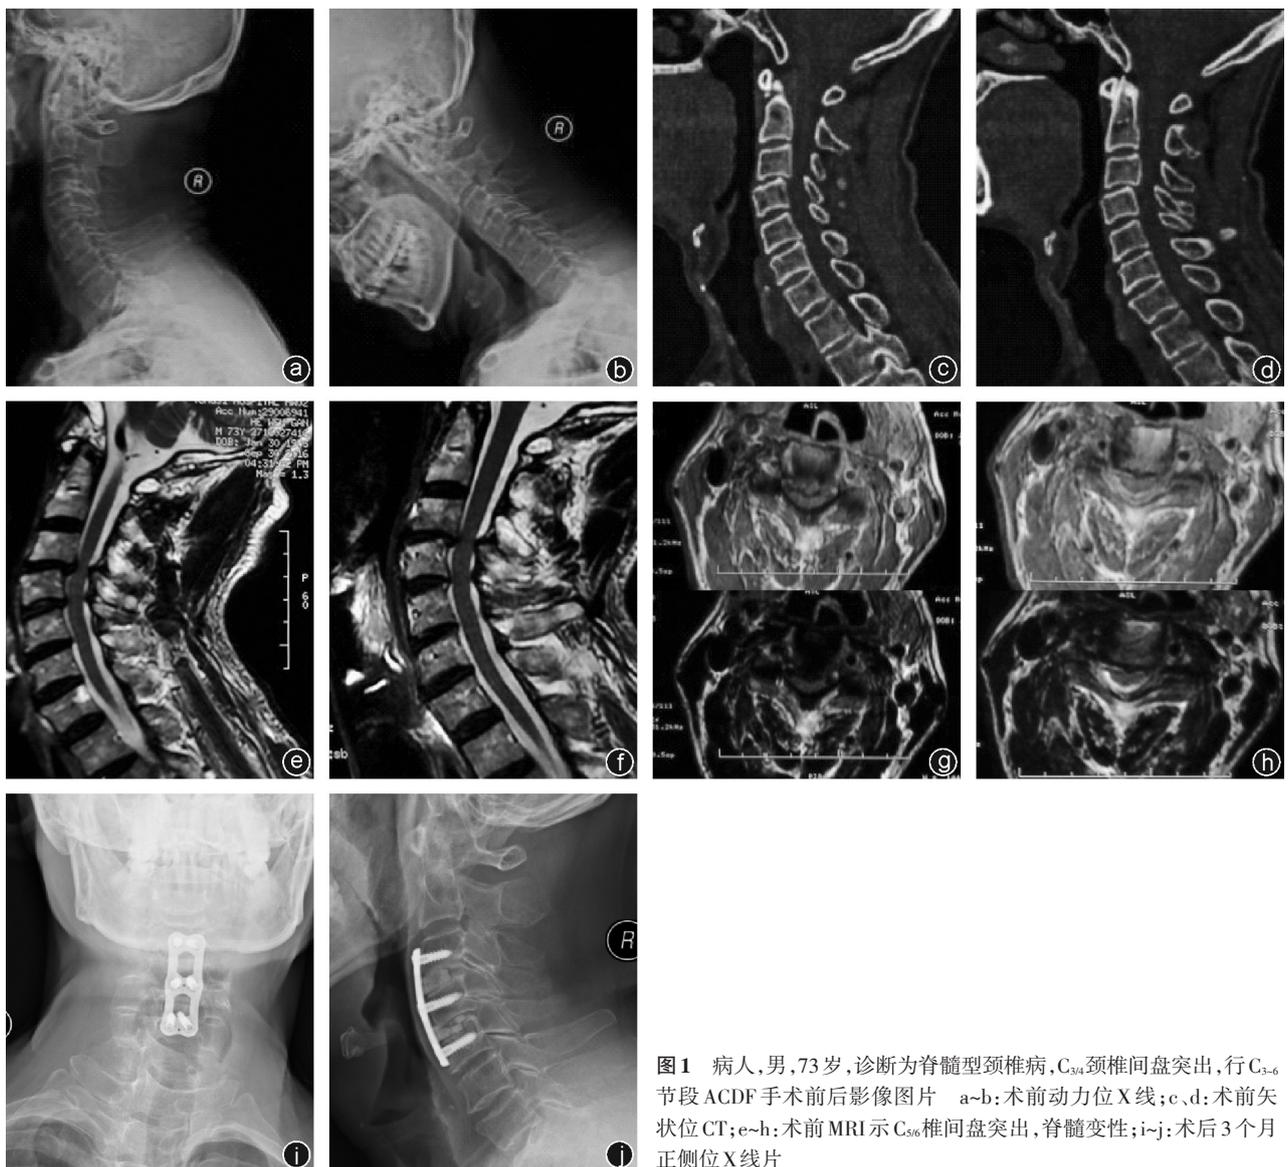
病人,男,73岁,诊断为脊髓型颈椎病,C_{5/6}颈椎间盘突出,行C₃₋₆节段ACDF手术前后影像图片 a~b:术前动力位X线;c,d:术前矢状位CT;e~h:术前MRI示C_{5/6}椎间盘突出,脊髓变性;i~j:术后3个月正侧位X线片
